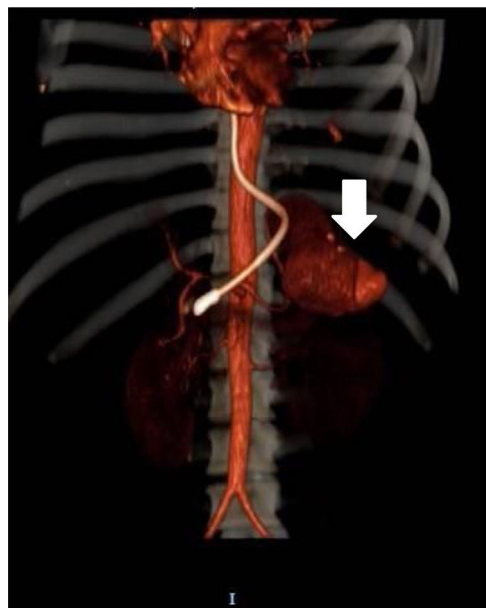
Reconstrucción 3D de imágenes de TC donde se observa aneurisma de arteria esplénica (flecha).
